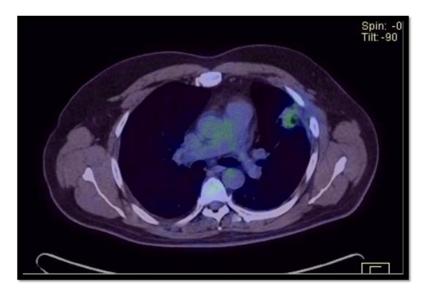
PET/CT postquirúrgico: lesión sólida pseudonodular de bordes mal definidos altamente sospechosos de enfermedad neoformativa activa. Fuente: historia clínica
